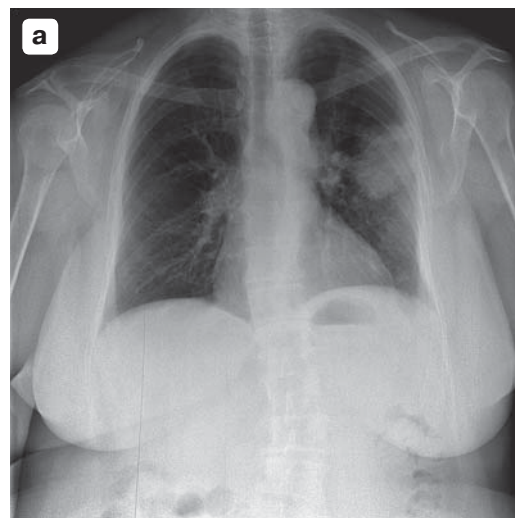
Варианты фильтрации рентгенограмм. а – фильтр low Fon Equalize; б – фильтр middl Fon Equalize; в – фильтр high Fon Equalize.
